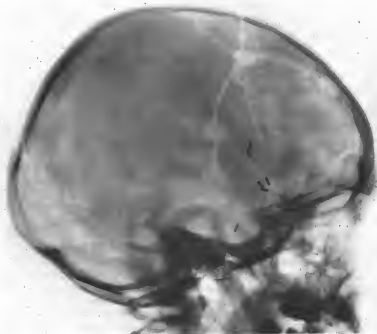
Radiographie postopératoire. Craniopharyngiome. Crâne d'hydrocéphale avec disjonction des sutures et impressions digitales. Selle détruite. Un clipeu intrasellaire. Noter la situation du volet osseux.
